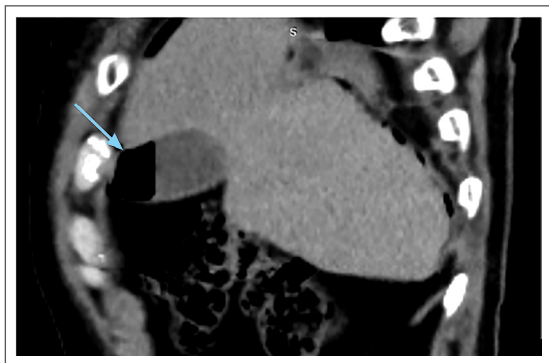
Abdominal CT scan showing rupture of the gallbladder wall (blue arrow).
